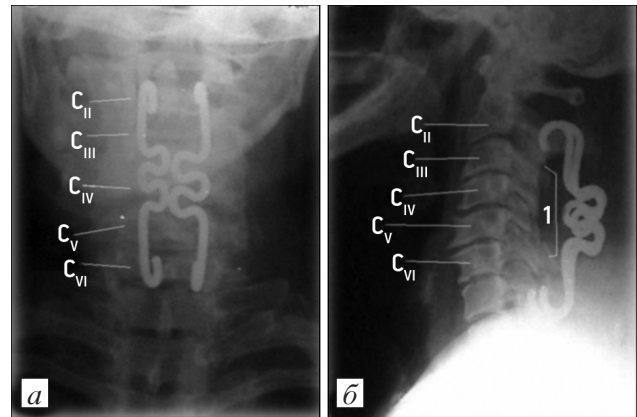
Обзорные рентгенограммы шейного отдела позвоночника в прямой (а) и боковой (б) проекциях после задней динамической фиксации позвоночника петлеобразной ламинарной NiTi-конструкцией (1 — зафиксированные ПДС)
